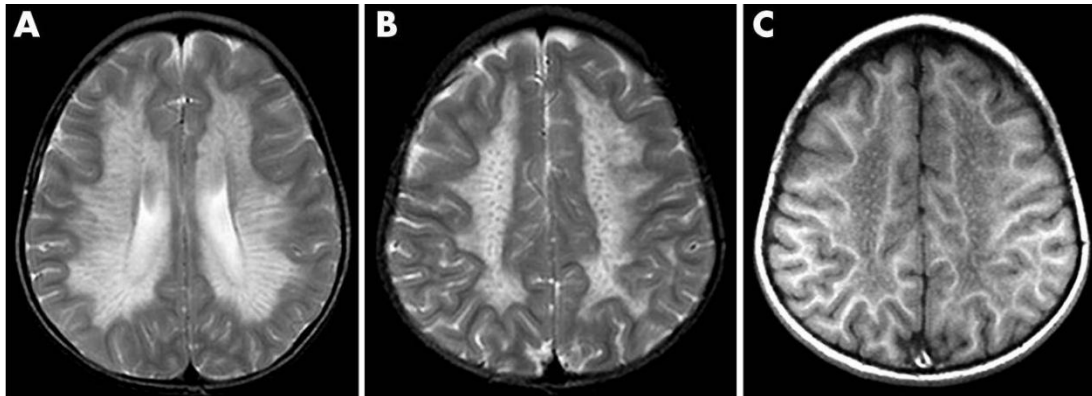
Résultats de l'IRM observés dans la leucodystrophie métachromatique. (A) Bandes radiales hypointenses observées dans la substance blanche cérébrale hyperintense (ressemblant à de la peau de tigre) sur l'IRM axiale pondérée en T2. (B) Points hypointenses ressemblant à de la peau de léopard observés dans la même séquence au niveau du centrum ovale. (C) Points iso à hyperintenses observés dans la substance blanche cérébrale sur l'imagerie axiale pondérée en T1 (46)
